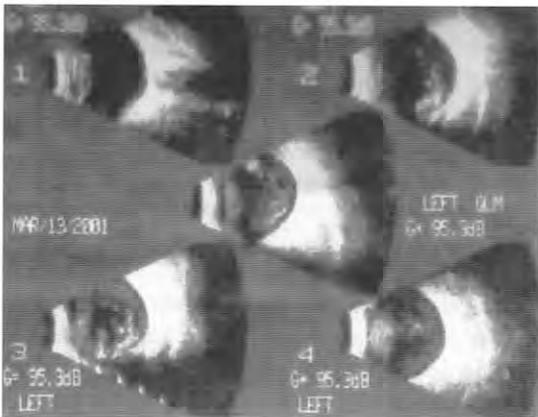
Caso 2. Primera Ecografía en modo B, que no mostró la presencia de cuerpo extraño intraocular.
